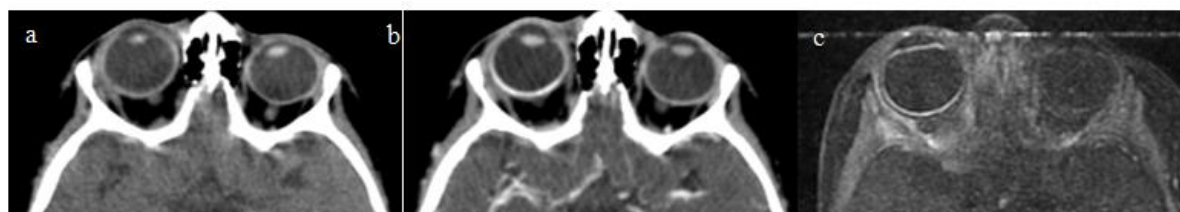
a,b scanner cérébral en coupes axiales avant et après injection de produit de contraste objectivant un épaissement choroïdien droit rehaussé de façon importante après contraste en rapport avec un hémangiome choroïdien visible également en IRM en hypersignal T2 sur l'image c.
